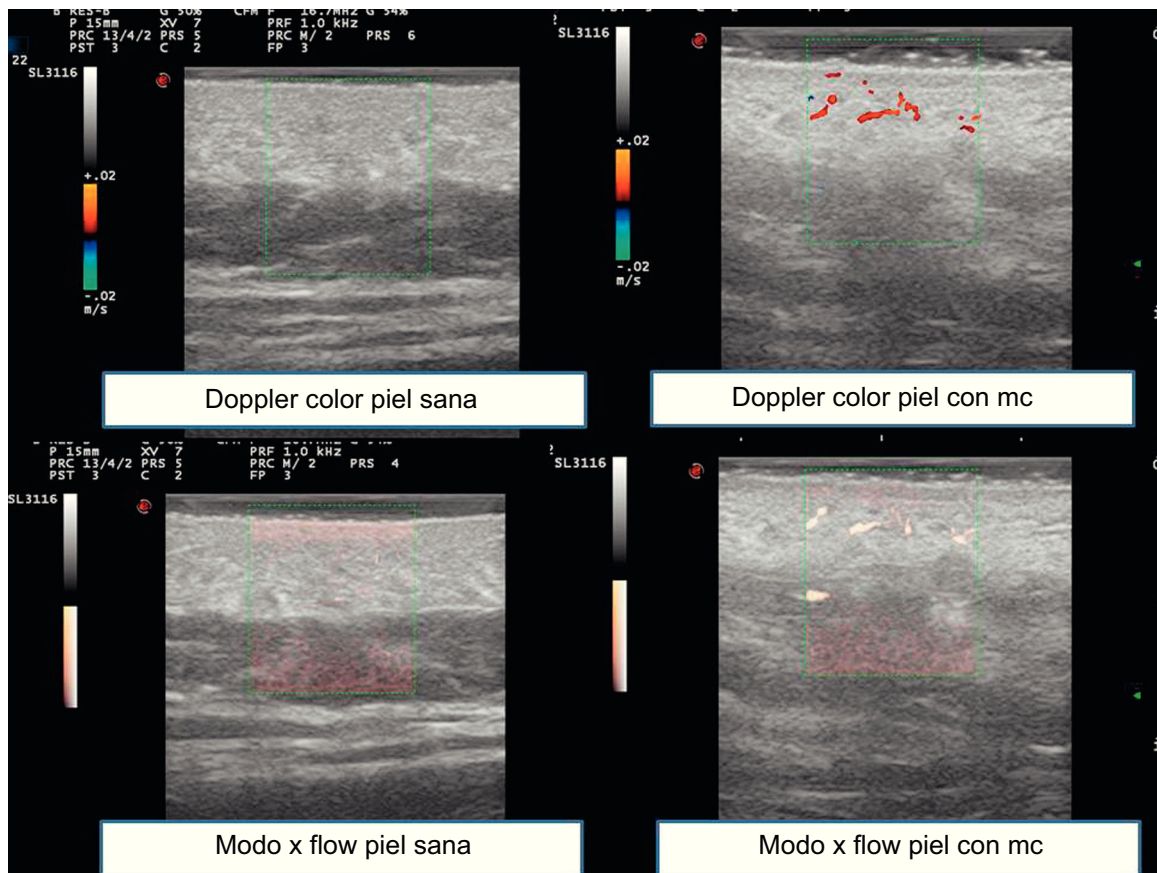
Imágenes ecográficas comparando doppler color en piel sana y en piel con MC y modo X flow en piel sana y piel con MC.
